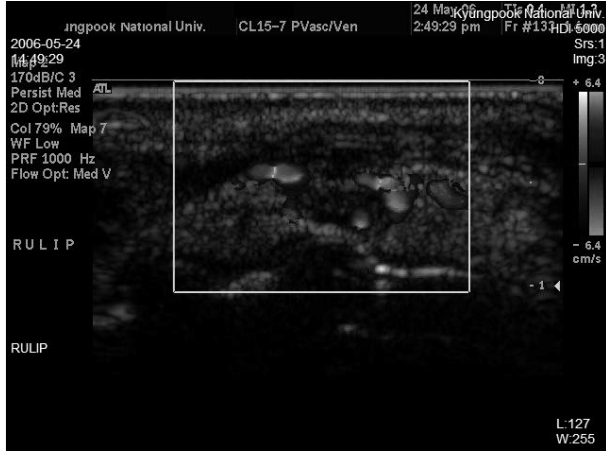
Doppler sonography shows radiolucent lesion including venous component of vascular malformation such as venous malformation.
